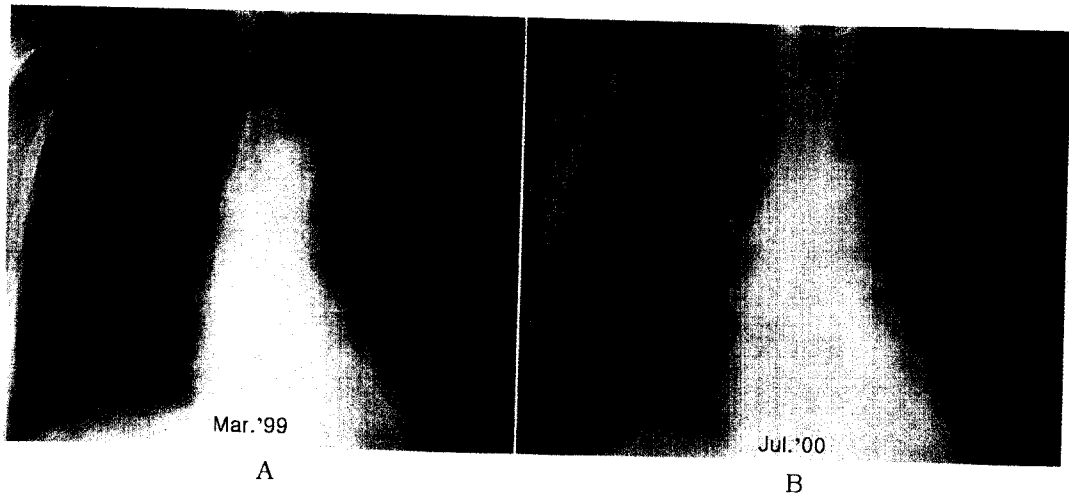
Chest X-ray(B) shows a newly developed consolidation on right upper lobe compared with a previous film(A).
